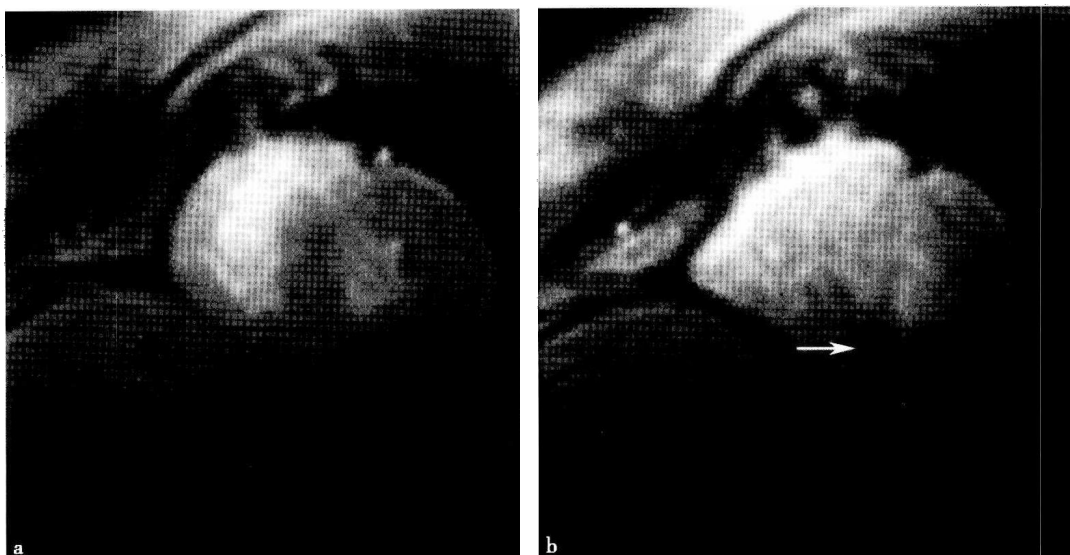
心肌缺血 MRI 静息及负荷灌注
